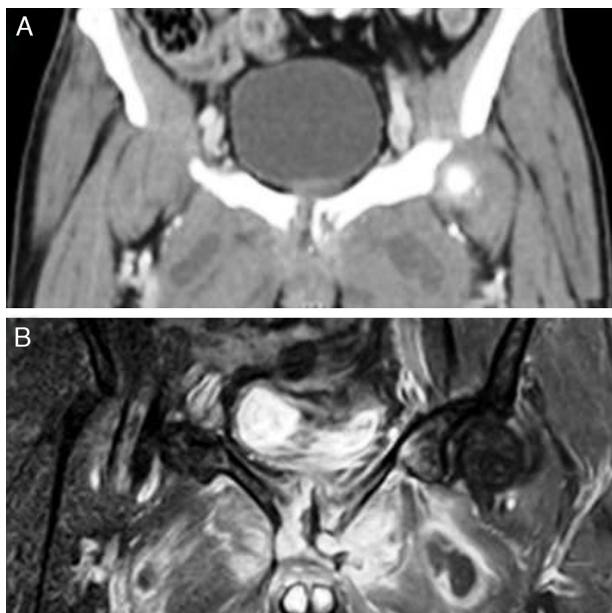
A. Resonancia magnética en la cual se aprecia la afección de la sínfisis púbica con destrucción ósea e (B) inflamación de las partes blandas subyacentes.
